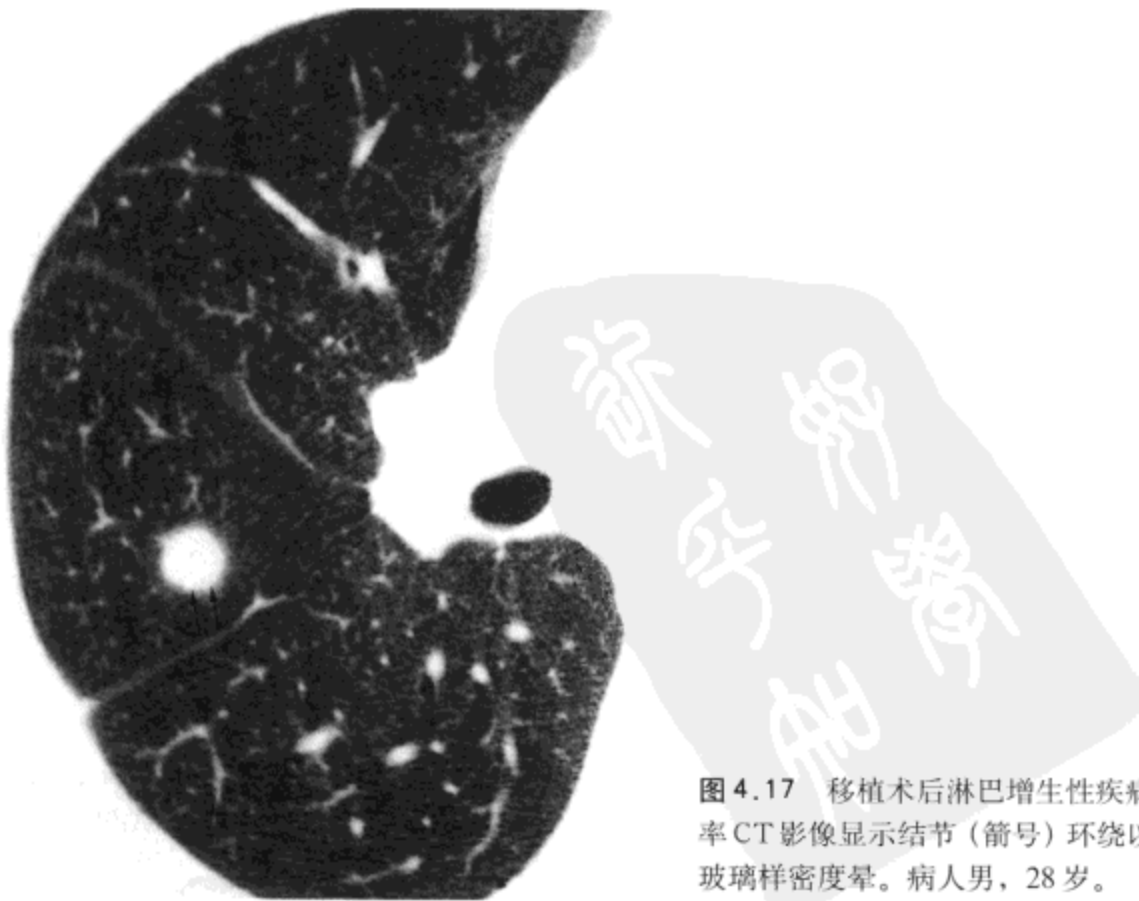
移植术后淋巴增生性疾病。高分辨率 CT 影像显示结节 (箭号) 环绕以窄的磨砂玻璃样密度晕。病人男，28 岁。
